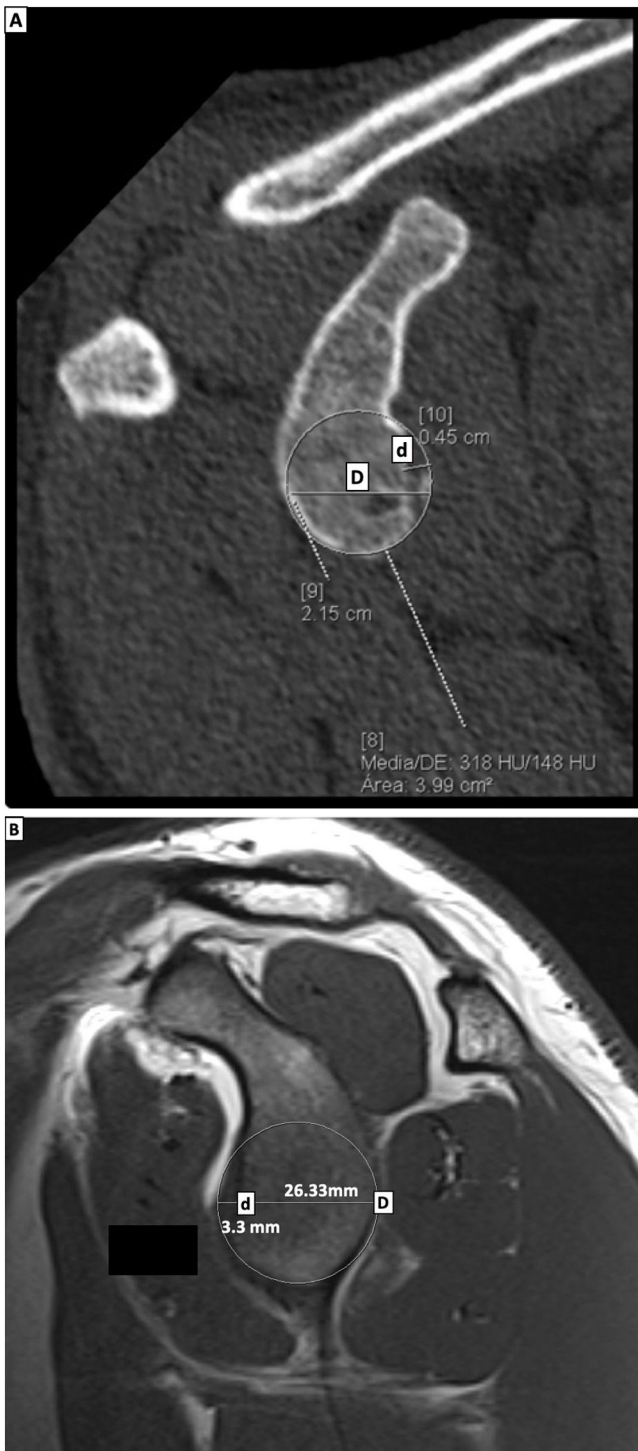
A-2B. Medición del diámetro glenoideo (D) y del defecto glenoideo anteroinferior (d) en corte sagital de imagen por tomografía simple (2A) y corte sagital en imagen por resonancia magnética, secuencia T1-TSE (2B).
